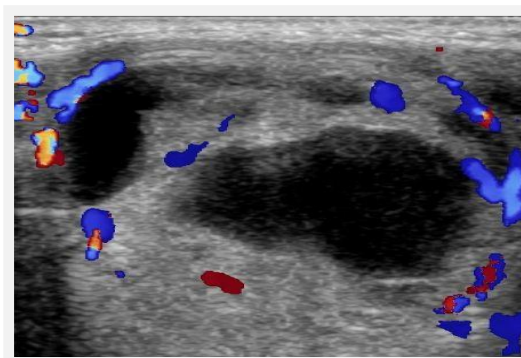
Eco-color-doppler:
